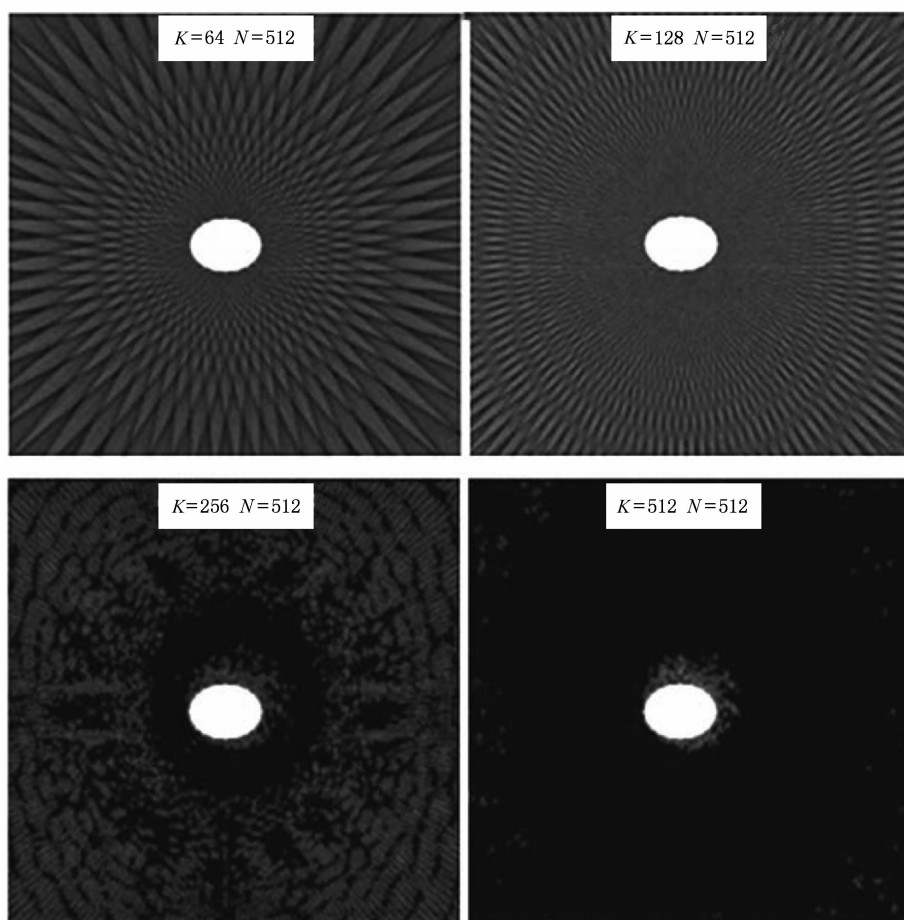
$K$  是投影数, $N$  是每个投影角度下的采样数,图是在不同投影采样数  $K$  情形下 CT 产生的混叠伪影
